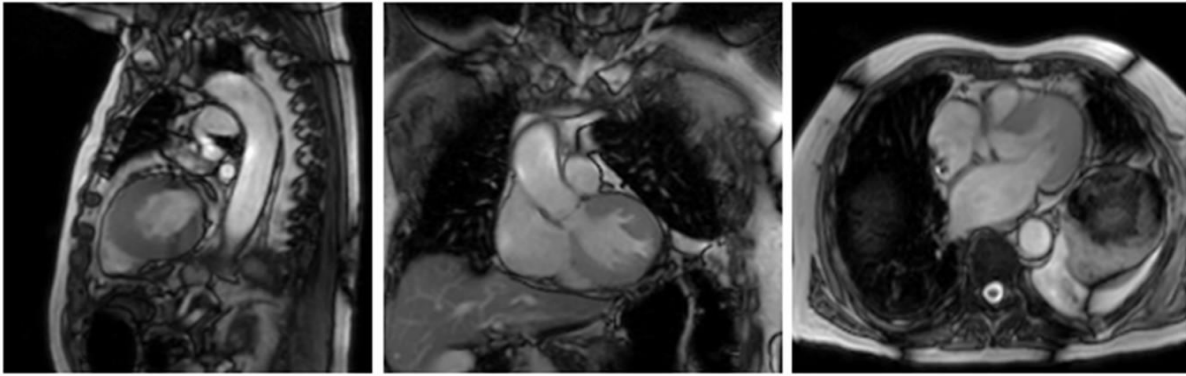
Standardschnittebenen MRT orientiert an den Körperachsen: Sagittal (links), koronar (Mitte) und axial (rechts). (MR-Aufnahmen der Probandinnen)
